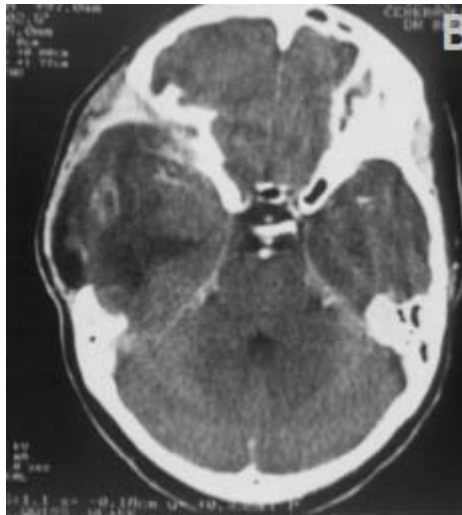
TDM cérébrale chez un enfant de sexe féminin âgé de 13 ans, avec injection du produit de contraste montrant une masse tumorale extra axiale de la FCP, se continuant avec la partie gauche de la tente du cervelet évoquant un méningiome de 58\*50\*44 mm, avec effet de masse sur le cervelet, le tronc cérébral et V4, avec début d'engagement vers le trou occipital des amygdales cérébelleuses ( A : coupe coronale / B : axiale)
